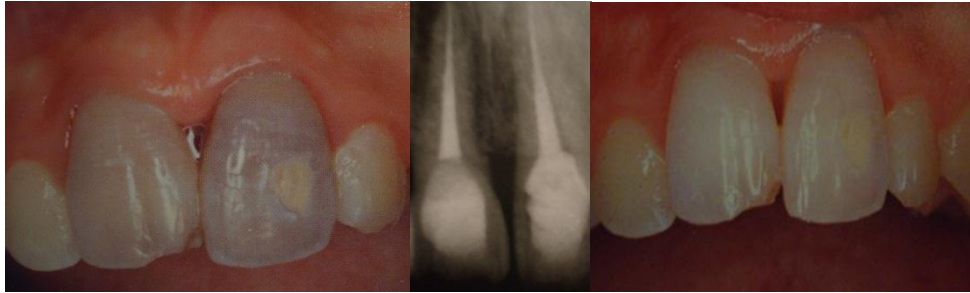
(2) Retiro de la férula de resina 14 días después del reimplante, radiografía del tratamiento endodóntico y revisión clínica tres meses de la reimplantación.
